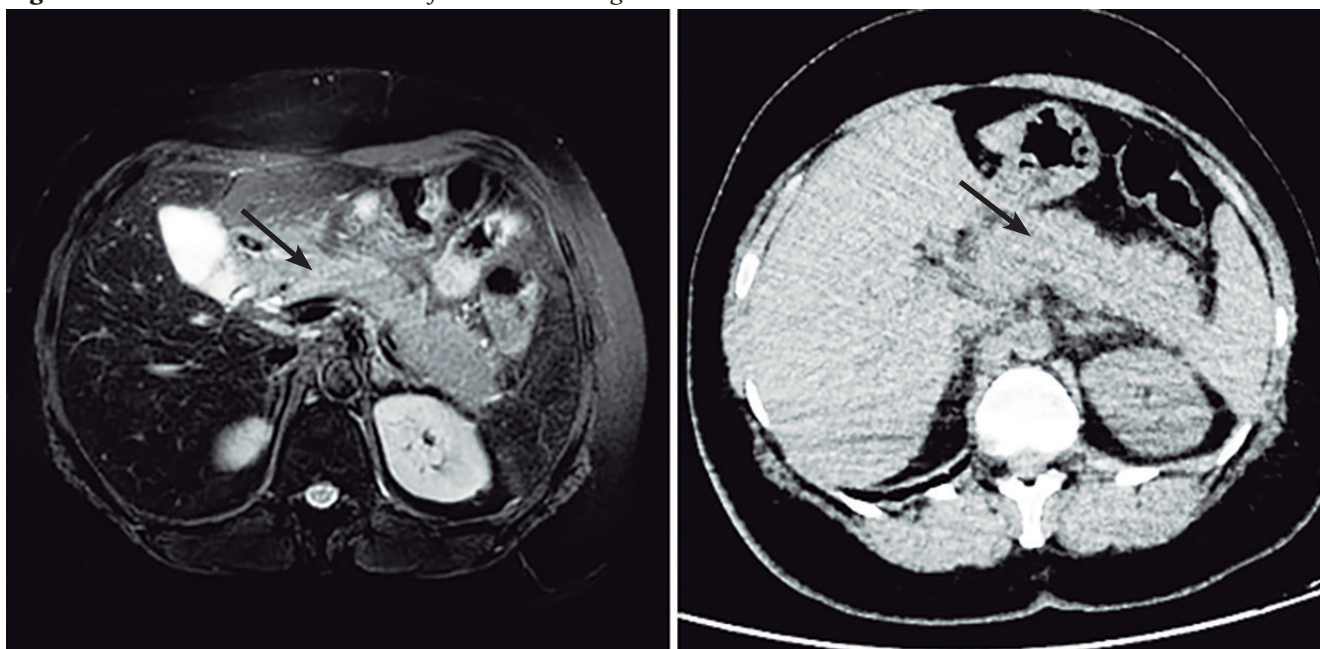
MRI and CECT Abdomen of Patient Showing Interstitial Pancreatitis
